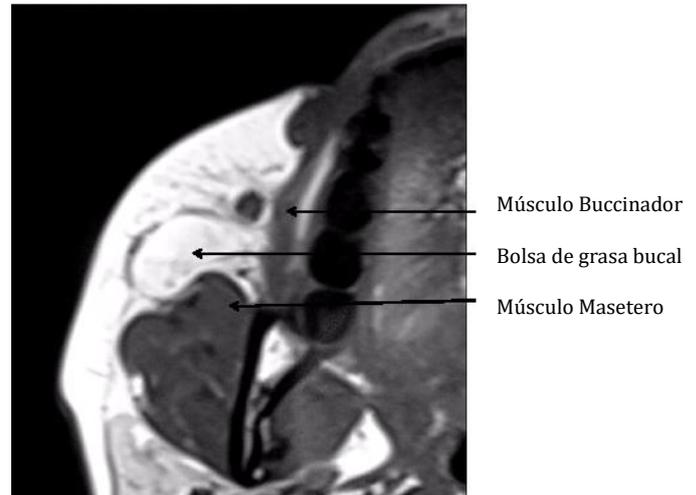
RMN (corte axial) mostrando la relación anatómica de la bolsa de grasa bucal con los músculos masetero y buccinador
